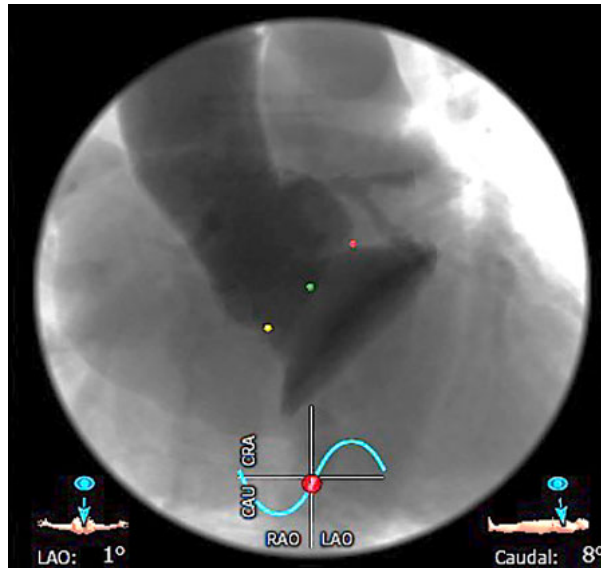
TDM : Incidences d'implantation.<sup>114</sup>
